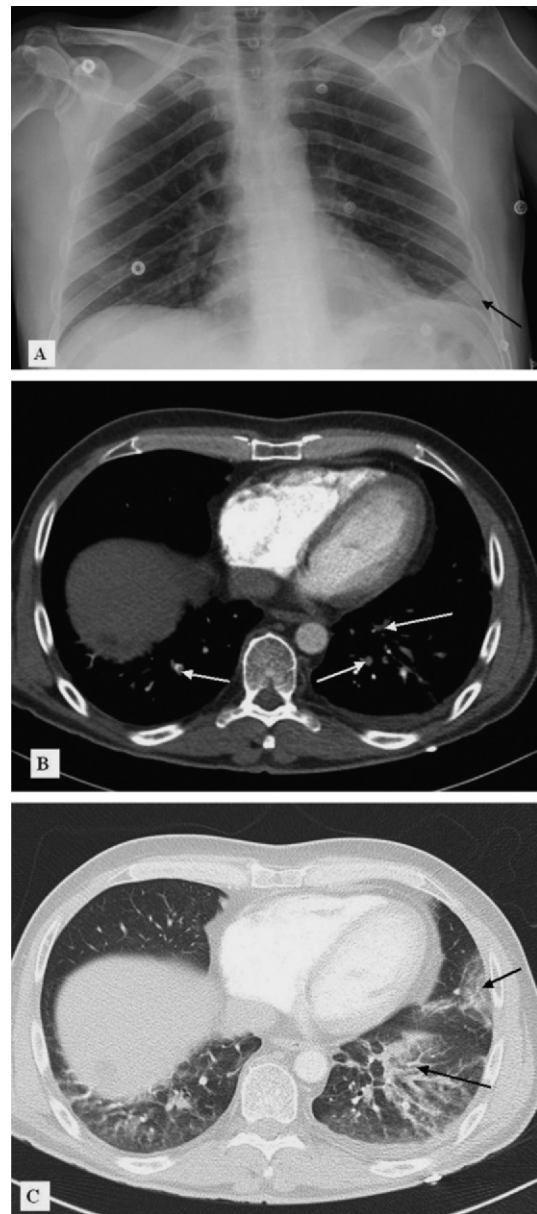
A : Radiographie pulmonaire ; B : Angio-scanner thoracique spiralé, temps vasculaire ; C : Angio-scanner thoracique spiralé, fenêtres parenchymateuses
